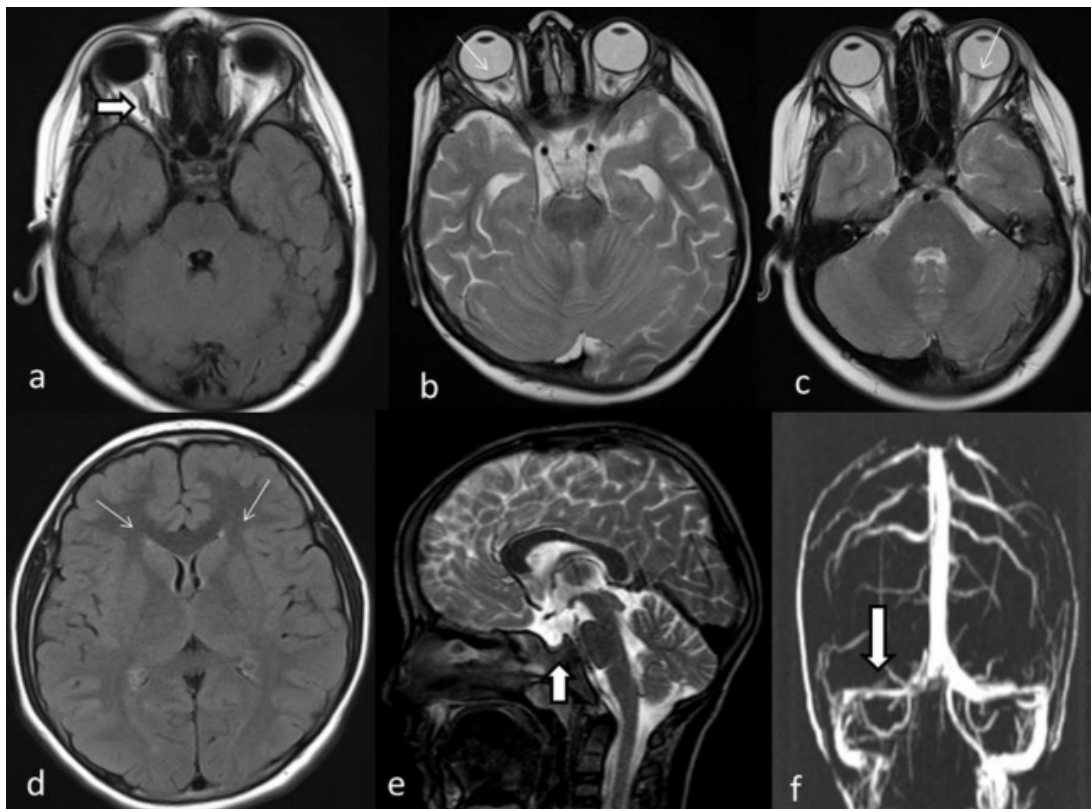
L'image FLAIR axiale (a) montre une tortuosité du nerf optique (flèche blanche). L'image axiale pondérée T2 (b) montre l'engrassissement de la gaine du nerf optique (flèche fine blanche).
